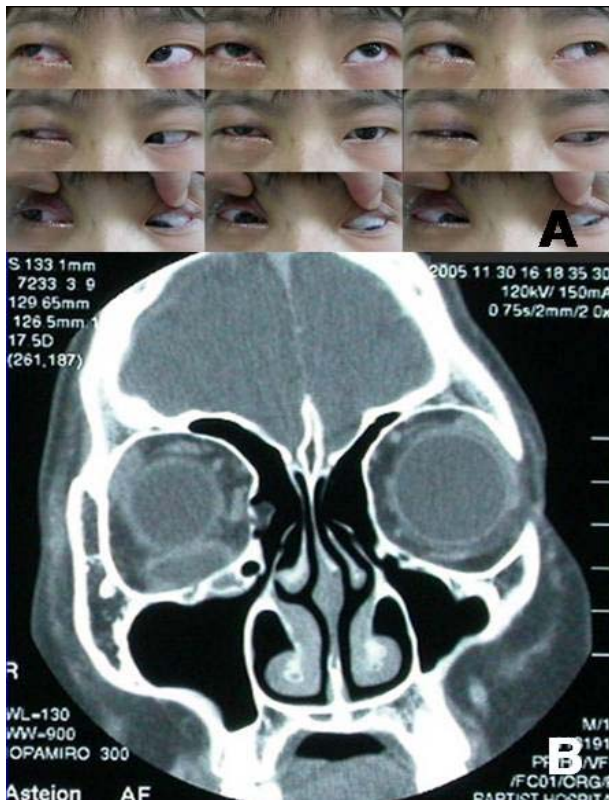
(A) 4 days postoperatively, depression of the right eye was restricted, and lower lid edema and proptosis was present in the right eye. (B) 8 days postoperatively, the orbital CT scan showed a large cystic mass surrounding the Medpor[®] sheet.
